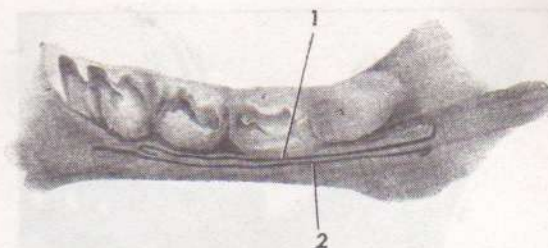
Radiografía de una hemimandíbula de feto a término. 1: Conducto dentario inferior. 2: Conducto de Serres.
